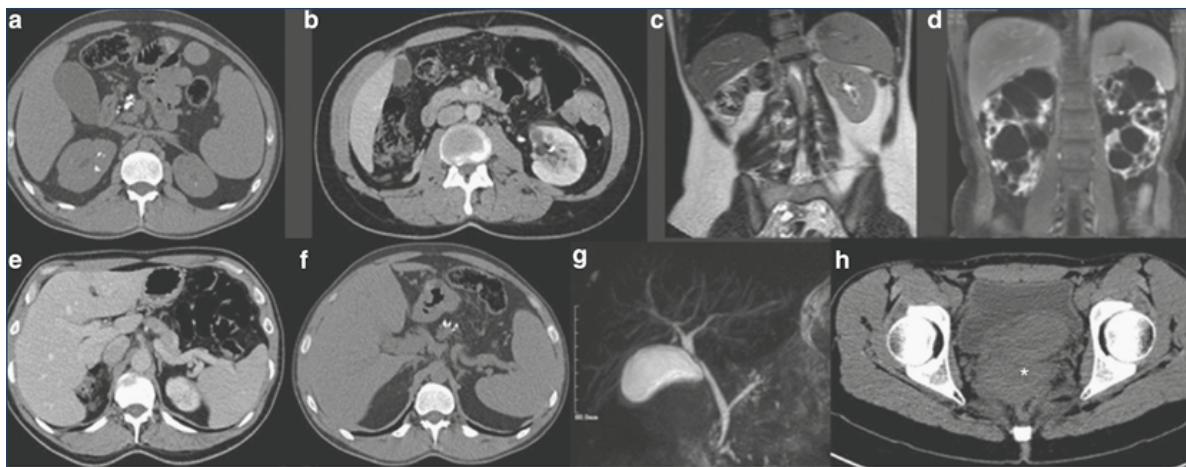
► Anomalies pouvant être observées à l'imagerie abdominale chez des patients atteints de maladie à HNF1 β . (a,b) CT scan abdominal : reins de petite taille avec néphrolithiases; rein gauche unique avec quelques kystes corticaux. (c,d) IRM abdominale: rein gauche unique sans kyste; reins multikystiques mimant une polykystose rénale autosomique dominante. (e,f) CT scan abdominal : hypoplasie de la queue du pancréas; calcifications de la tête du pancréas. (g) IRM abdominale : arbre biliaire normal. (h) CT scan pelvien : utérus cloisonné. (Modifié d'après Faguer, *Kidney Int* 2011)
